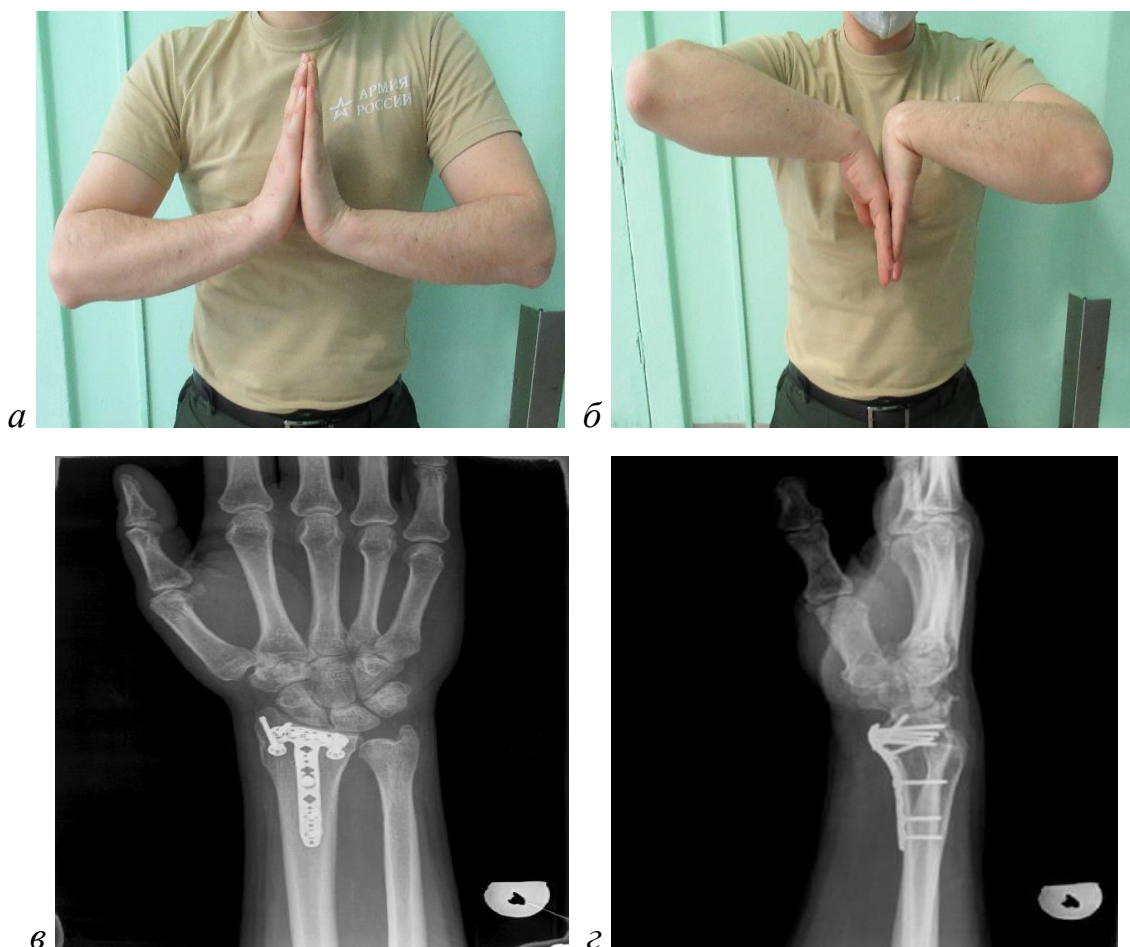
Пострадавший К., 37 лет. Анатомо-функциональный результат через 11 мес. после операции, ограничение разгибания в правом лучезапястном суставе (а) — 80° (на 10° меньше в сравнении со здоровой конечностью), ограничение сгибания (б) до 75° (на 15° меньше, чем на здоровой конечности). Рентгенограммы правого лучезапястного сустава в прямой (в) и боковой (г) проекциях. Определяется консолидация перелома ДМЭЛК, фиксированного пластиной LCP. Рентгенологические вне- и внутрисуставные параметры в норме, явления посттравматического артроза лучезапястного сустава не выявлены
